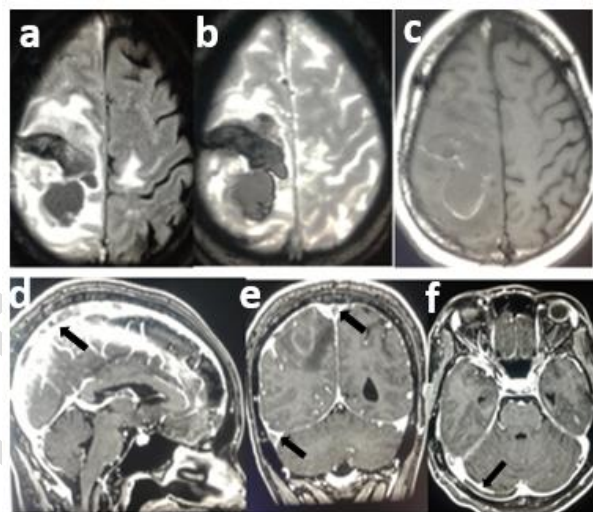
IRM cérébrale avec des coupes axiales en flaire, T2* et T1 suivies des coupes sagittale, coronale et axiale T1 après injection de gadolinium. Elles montrent un volumineux infarctus hémorragique fronto-pariétal droit hétérogène d'allure subaiguë hyposignal T2 et T2* avec un hypersignal périphérique en T1. Après injection de gadolinium on retrouve le thrombus en hyposignal (flèche) moulé par le produit de contraste au niveau du sinus transverse droit et du sinus sagittal supérieur en rapport avec le signe du « signe du delta vide ».
